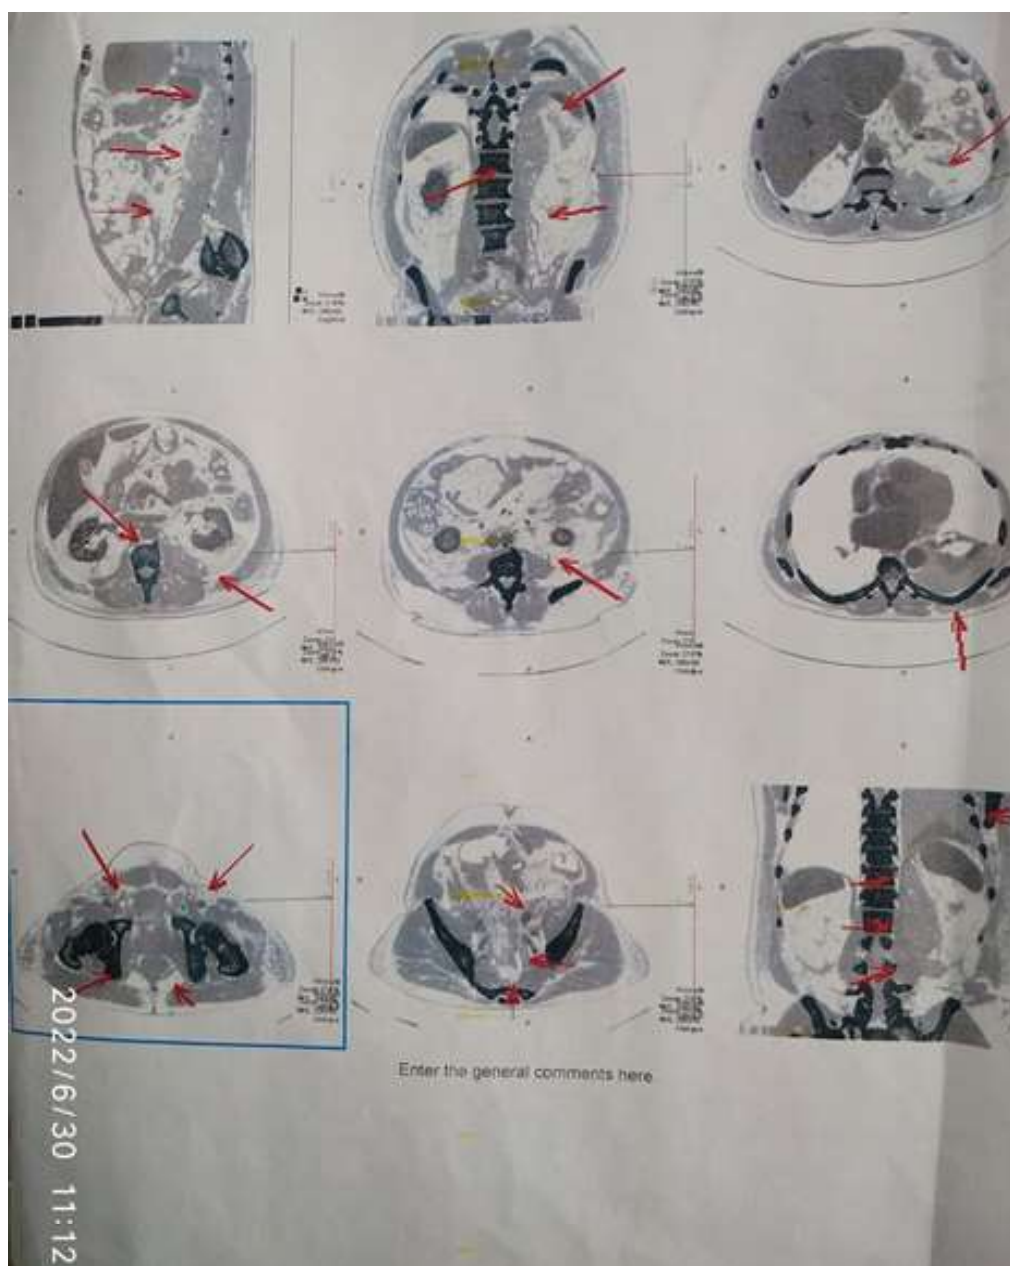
Результаты компьютерной томографии органов грудной, брюшной полостей и органов малого таза
